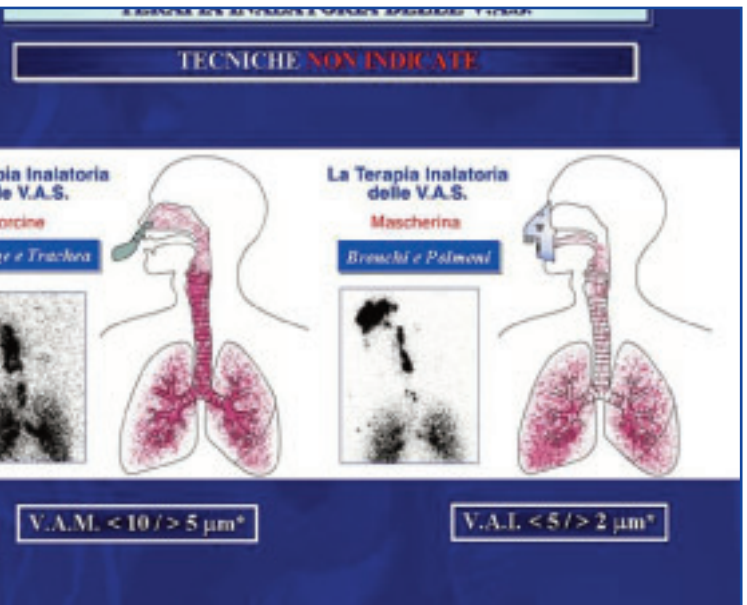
Immagini scintigrafiche con disegni rappresentanti la deposizione dei farmaci nebulizzati con il terminale ad Y e con la mascherina oro-facciale
